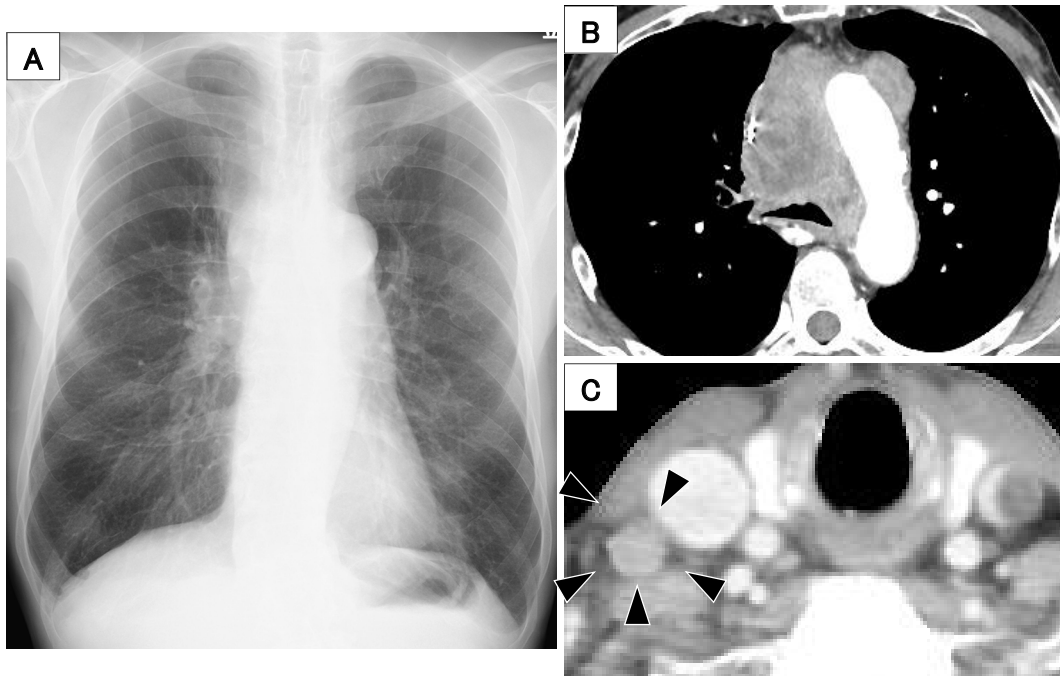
Chest X-ray showed enlargement of the upper mediastinum (A). Chest computed tomography revealed superior vena cava stenosis due to mediastinal lymphadenopathy (B) and right supraclavicular lymph node swelling (arrowheads) (C).
